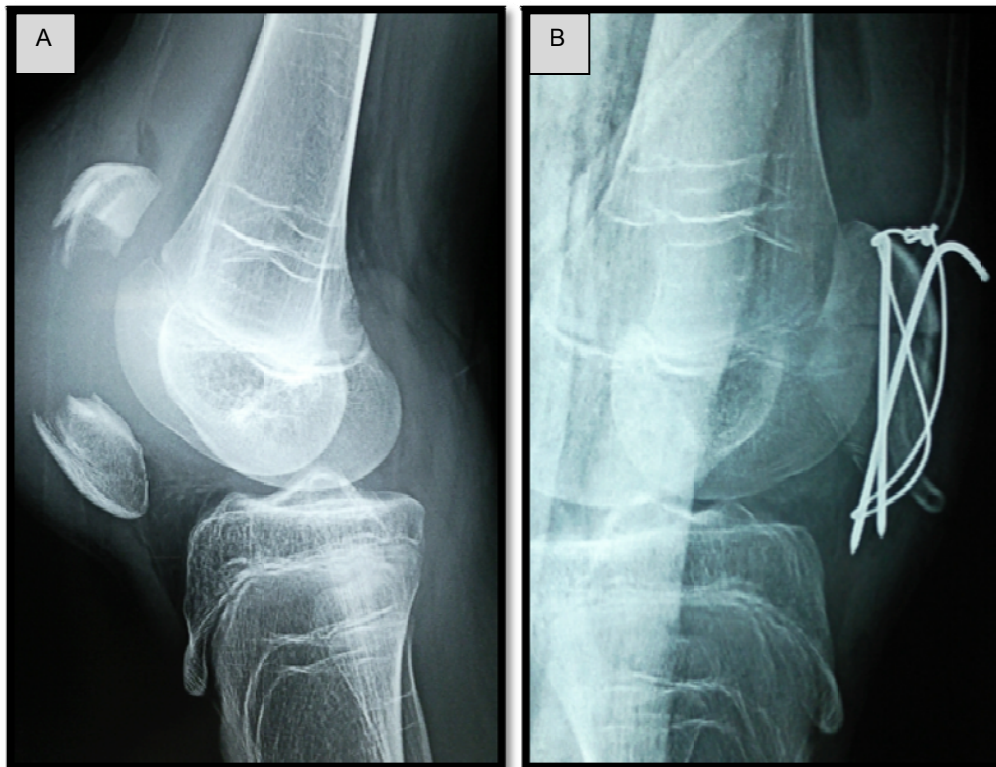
A – Fracture à trait transversale de la rotule gauche déplacée ; B – Radiographie de contrôle de profil après réduction chirurgicale et ostéosynthèse par embrochage haubanage.
